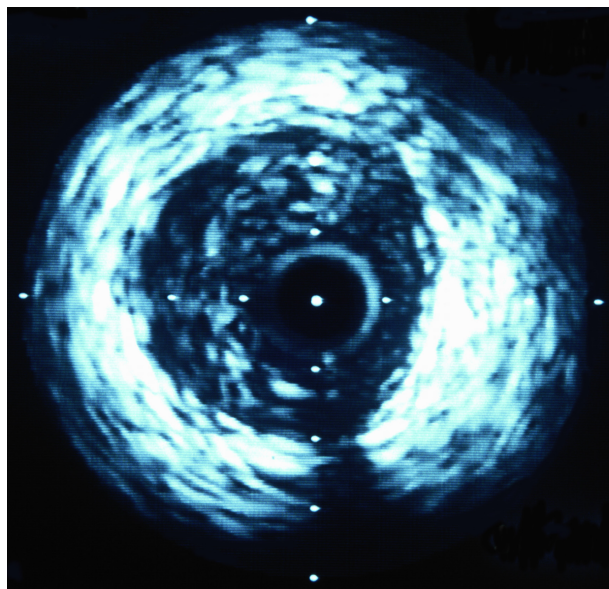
Intravaskulärer Ultraschall der Rezidivstenose, Gefäßdiameter ultrasonographisch: 4,33mm.
